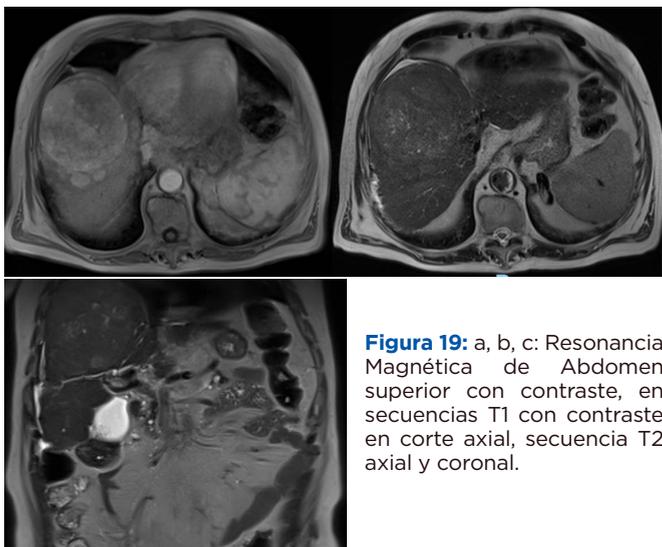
a, b, c: Resonancia Magnética de Abdomen superior con contraste, en secuencias T1 con contraste en corte axial, secuencia T2 axial y coronal.
